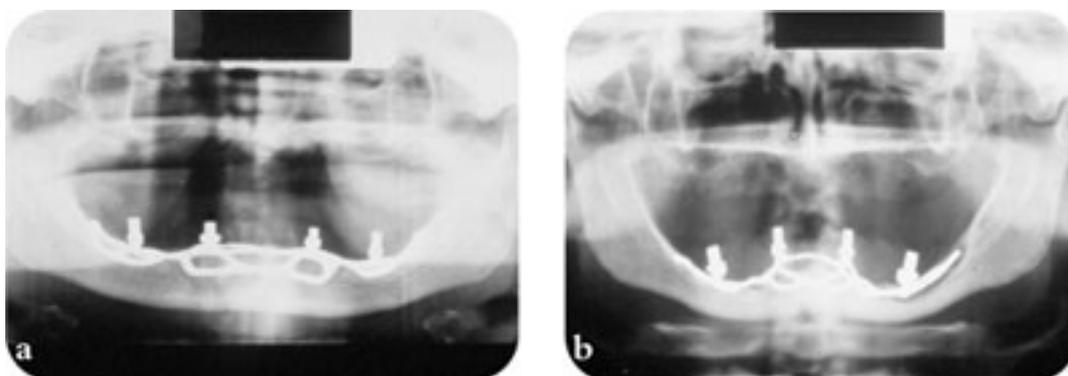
(а) поднадкостничный имплантат и (б) рентгенограмма, показывающая обширную потерю костной массы вокруг поднадкостничного имплантата
